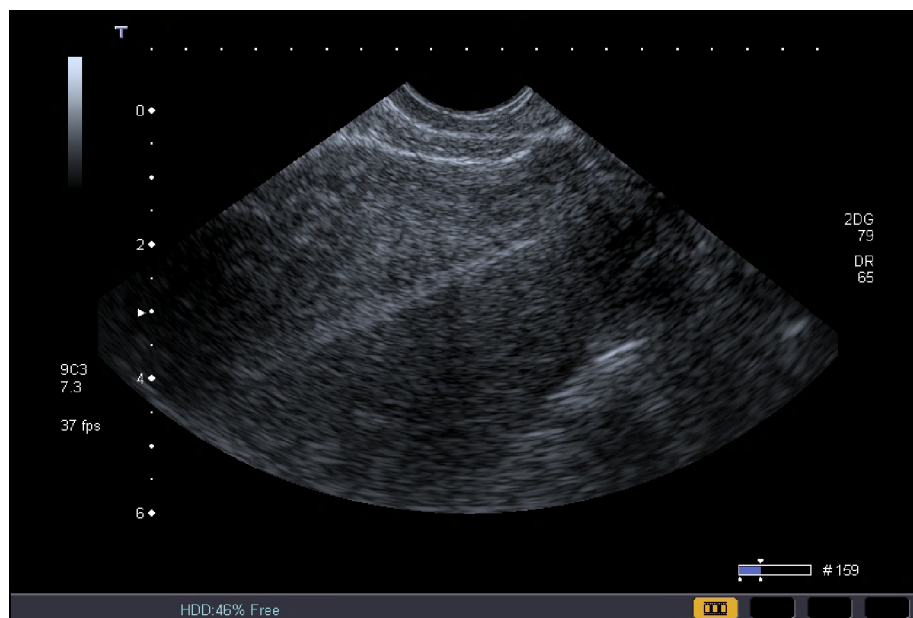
УЗ-томограмма матки, выполненная в продольной плоскости. Определяется атрофичный эндометрий
